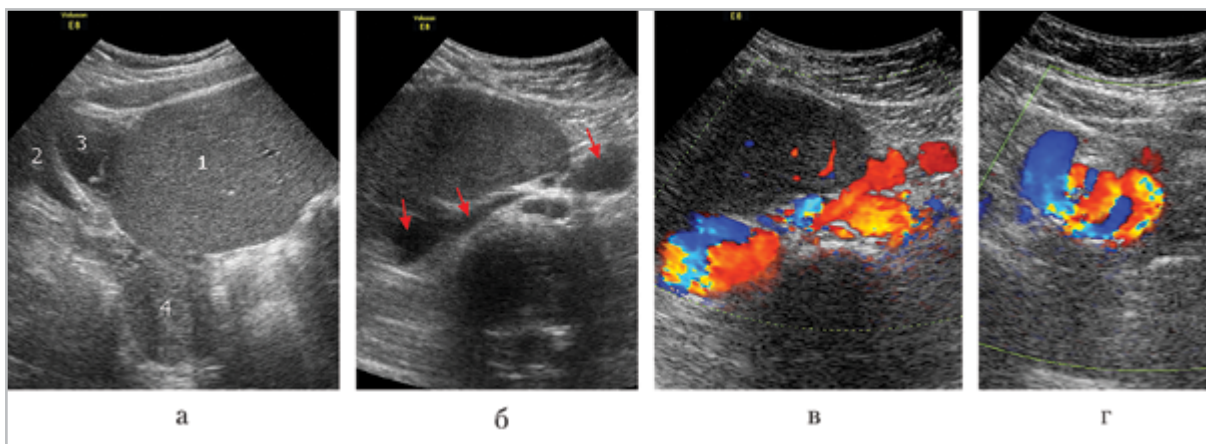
УЗИ при поступлении пациента: 1 — селезенка; 2 — мочевого пузыря; 3 — выпот ретропузырно; 4 — тело матки; а — продольное сканирование в В-режиме в надлонной области; б — исследование в В-режиме, косой скан около верхнего фрагмента селезенки, определяются дилатированные фрагменты сосудов (стрелки); в — тот же скан, цветовое картирование кровотока; г — скан слева на уровне пупка в режиме цветового картирования: определяется whirlpool-sign
